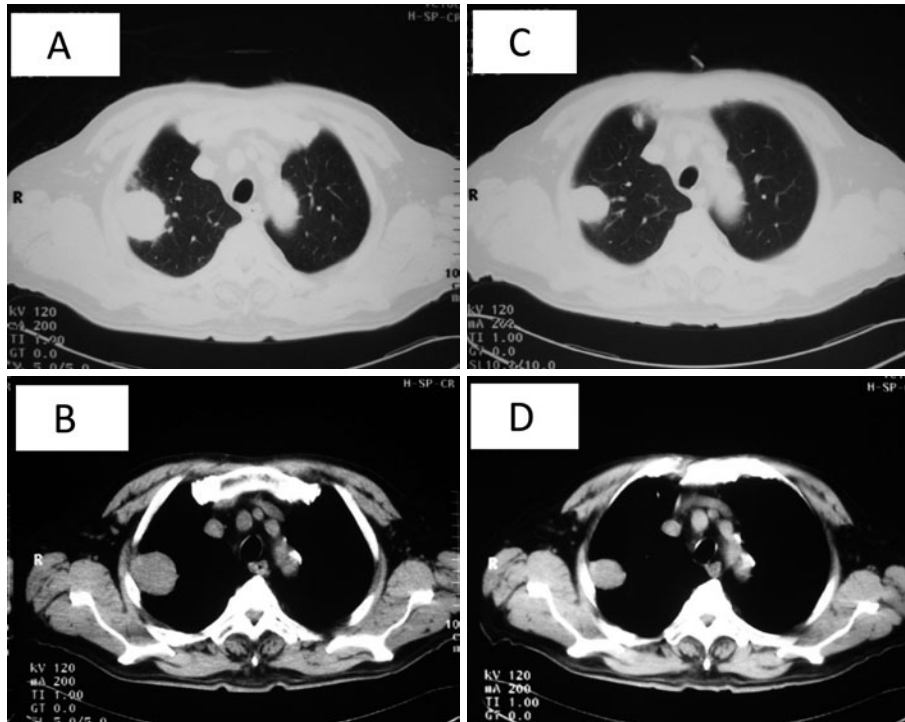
(A) Chest CT scan in June 2006 showing a mass, 45-mm diameter, in the right S2 segment. (B) Chest CT scan (C, D) shows a significant reduction in the size of the mass compared with the CT scan (A, B) that was taken two months earlier.
